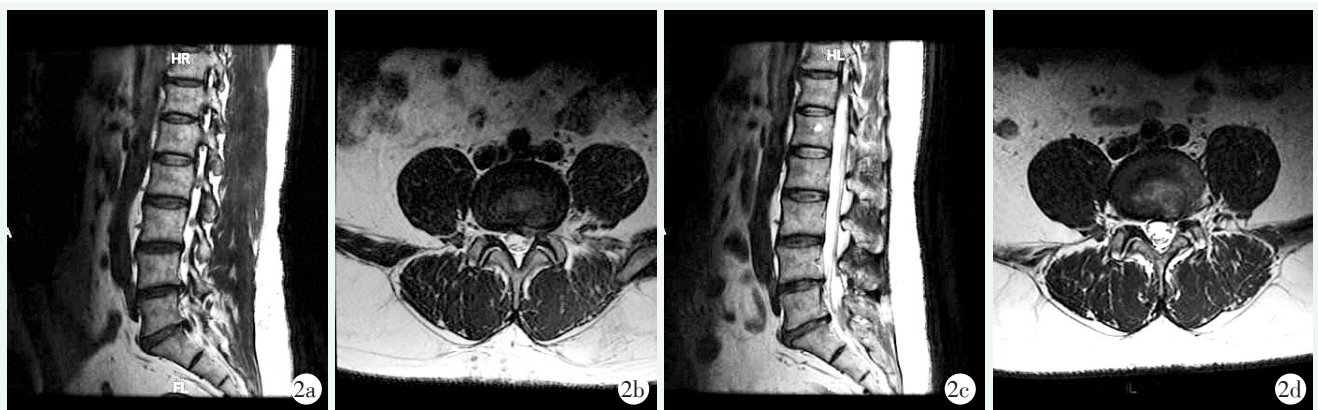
患者男性，48 岁。L_{4/5} 椎间盘突出，行 QCD 手术。2a, 2b: 术前 MRI 提示 L_{4/5} 椎间盘突出较大，左侧神经根受压明显；2c, 2d: 术后 MRI 显示突出间盘被完全摘除。
